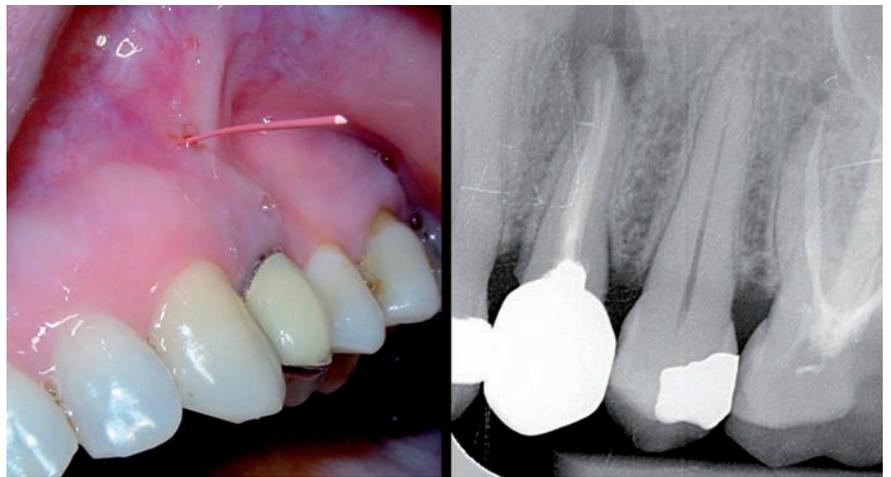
Caso 2: Fistula crónica canalizada con gutapercha en el diente 2,5 y radiografía donde se observa la correspondiente área periapical
